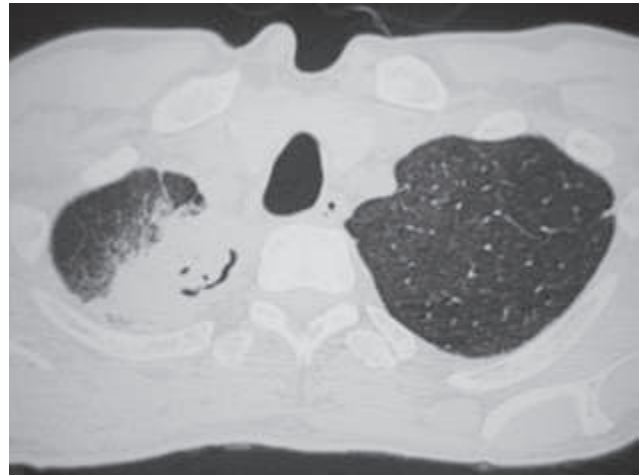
Bronconeumonía aspergilar. Signo de la semiluna. Tomografía axial computarizada de alta resolución a la altura de los vértices pulmonares donde puede observarse una cavitación con forma de semiluna en el interior de una condensación.
